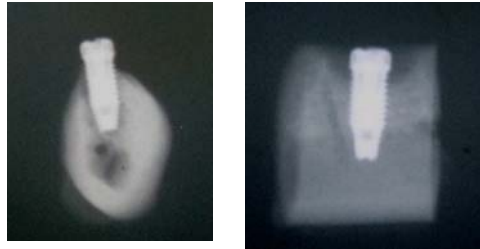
6：H群において、インプラント上部にクレーター状の骨欠損を認めたX線写真
